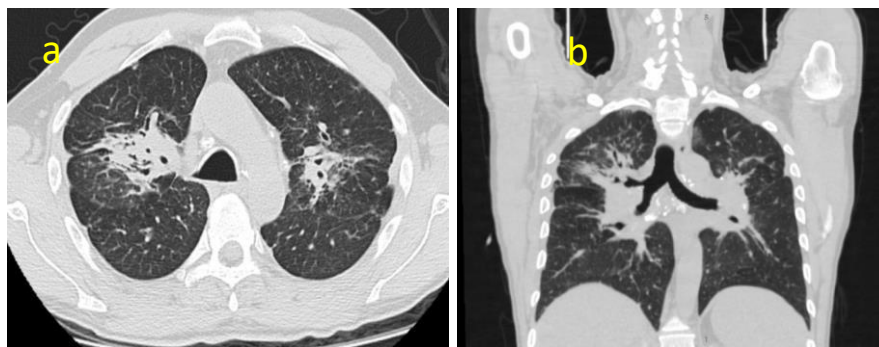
Tomografía simple de Tórax a. Ventana pulmonar, serie axial, con cambios pulmonares parenquimatosos consistentes en fibrosis, engrosamientos peribroncovasculares perihiliares, bronquiectasias por tracción y nodularidad perilinfática, a predominio de campos pulmonares superiores y medios, bilaterales. (Sarcoidosis/Estadio IV). No observa cambios quísticos, condensaciones cavitadas, ni derrame pleural. b. Ventana pulmonar y mediastínica, serie coronal, con formaciones ganglionares, múltiples, infracentimétricas, que muestran calcificaciones densas puntiformes y nodulares groseras.
